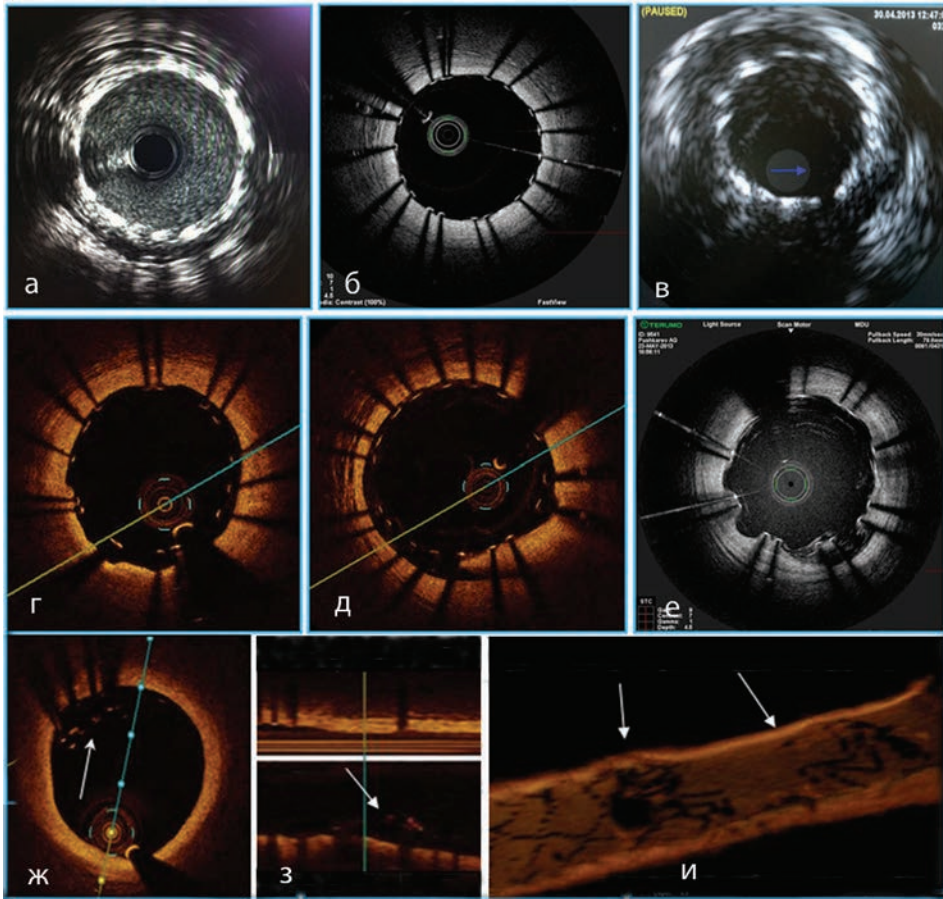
Внутрисосудистая визуализация при контроле имплантации стентов: а) оптимально имплантированный стент при ВСУЗИ-контроле; б) оптимально имплантированный стент при ОКТ-контроле; в) малаппозиция стента по данным ВСУЗИ; г) малаппозиция стента по данным ОКТ; д) малаппозиция и разрыв бляшки под стентом при ОКТ-контроле; е) тот же участок сосуда при ОКТ-контроле через 6 месяцев – частичное заживление; ж) участок деформации стента в проксимальном сегменте передней нисходящей артерии (стрелка); з) тот же участок на реконструированной продольной проекции; и) на 3D-реконструкции четко видно нарушение конфигурации стента.
